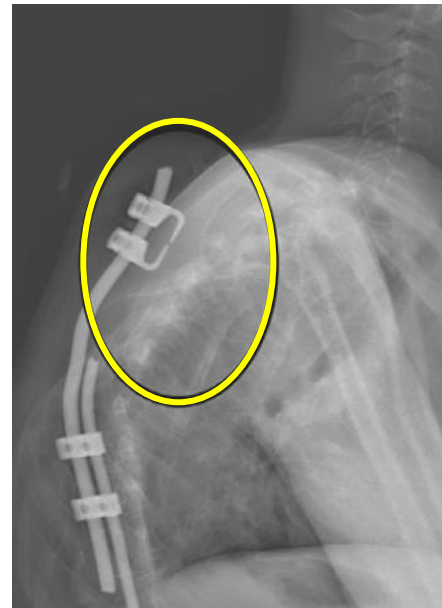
Désamarrage de crochets [84]. Crochets palpables sous la peau et à distance du rachis sur la radiographie de profil.
